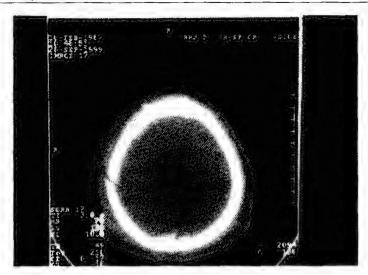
Компьютерная томограмма (в костном окне). Виден перелом правой теменной кости. Подапоневротическая гематома над линией перелома
